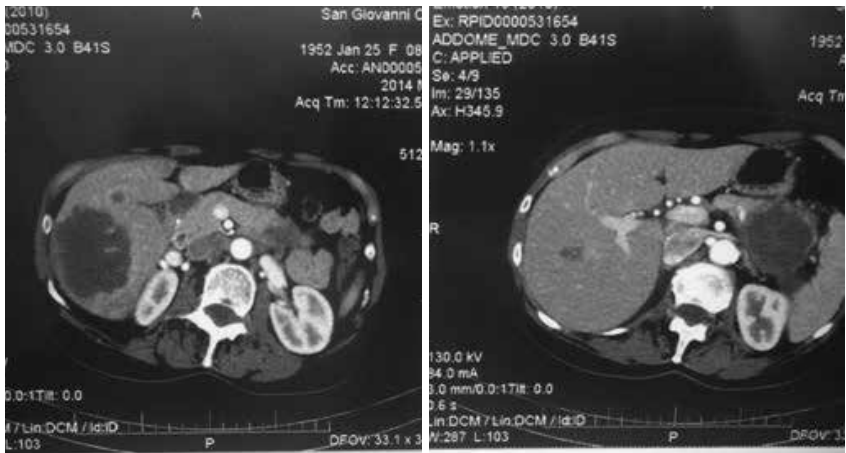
胰腺癌伴胰腺周围淋巴结转移和肝实质多处转移性病灶(治疗前CT检查)
